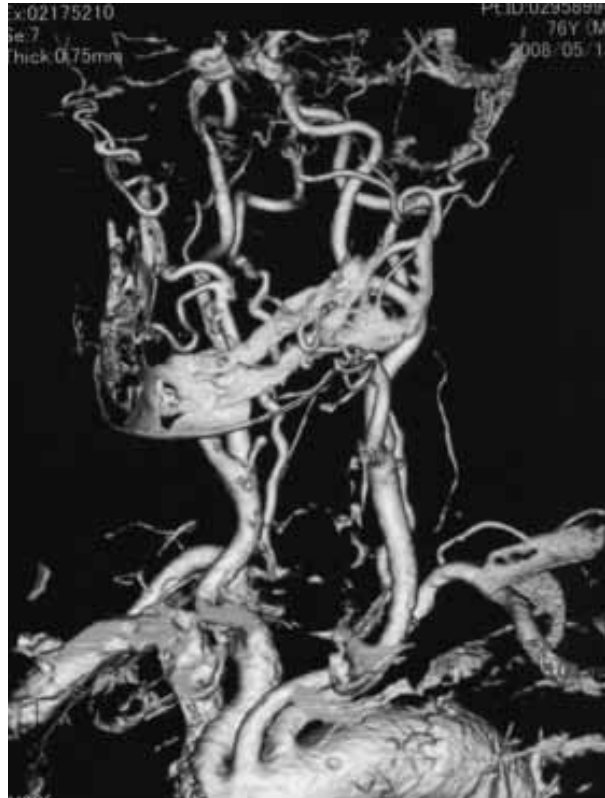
A 3D CT angiogram of the patient revealed the type-III aortic arch.
